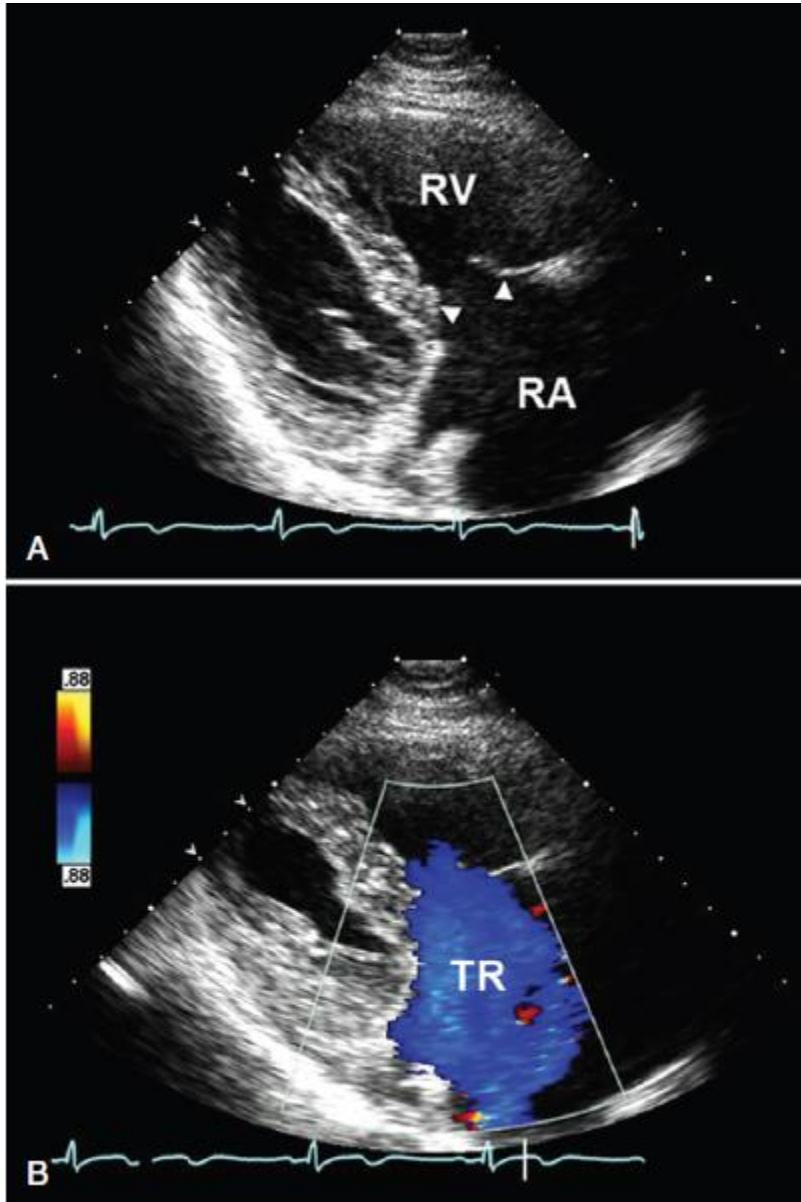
A, Bidimensional imagen sistólica ecocardiográfica (VD vista entrada) demuestra pared septal engrosada y válvula anterior tricúspide (puntas de flecha) y agrandamiento del ventrículo derecho (VD) y la aurícula derecha (AD) en un paciente con enfermedad carcinóide. B, imagen en color Doppler demuestra IT grave en el mismo paciente. Nota flujo laminar de color (azul) llenar una aurícula derecha ampliada. (De Bruce CJ, Connolly HM: Sí. Valvulopatía unilateral En Otto CM, Bonow RO [editores]: valvulopatías... A Companion to de Braunwald Corazón Enfermedades Filadelfia, Elsevier, 2009, pp 334-335)
